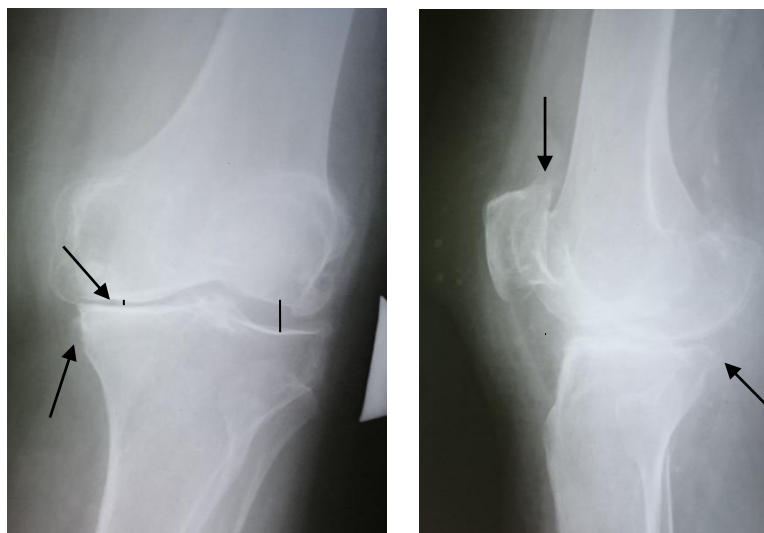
Рентгенография левого коленного сустава пациентки М., 60 лет в прямой и боковой проекции (стрелками показаны сужение суставной щели и остеофиты)
